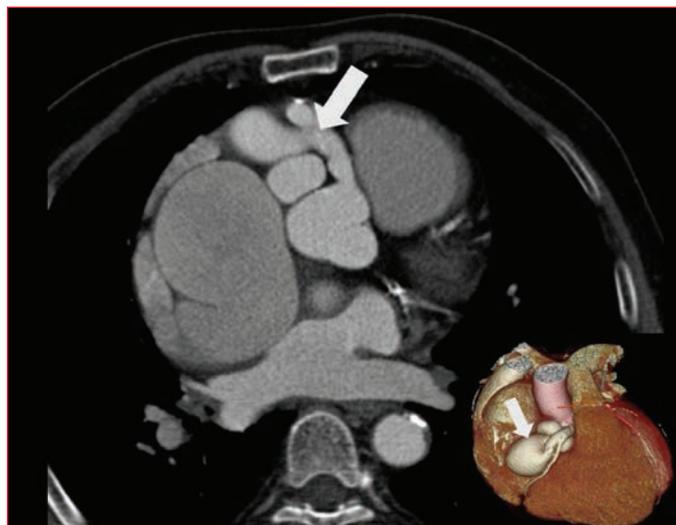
Computed tomographic coronary angiography indicates (white arrow) aneurysmal fistula artery from the proximal RCA.
